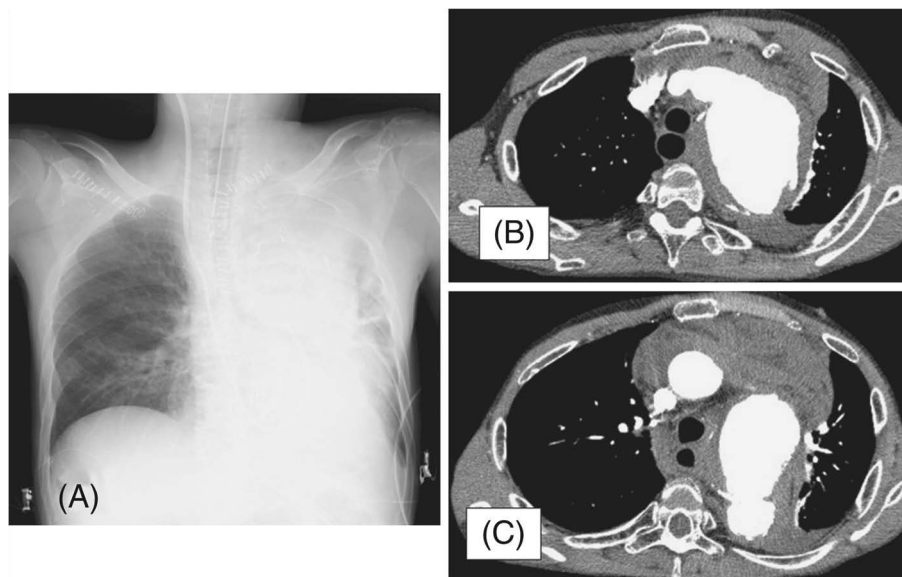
Рентгенограмма и компьютерные томограммы органов грудной полости пациента с ГПА. (А) Рентгенограмма пациента с аневризмой дуги аорты. Явно выражено расширение средостения и контура аорты. (В) и (С) Аксиальная компьютерная томограмма органов грудной полости с усилением контрастом, на которой видно разрыв аневризмы аорты и спавшееся левое легкое
